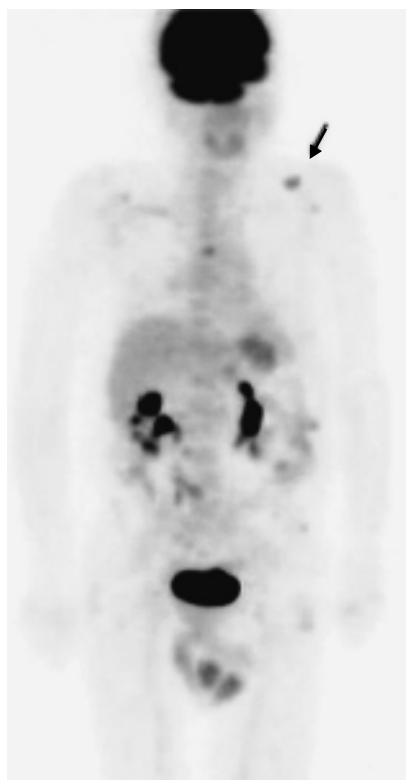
Un 18-FDG PET scan mostrando múltiples sitios de actividad metabólica aumentada, incluyendo en el sitio correspondiente al ganglio de Virchow (flecha).
